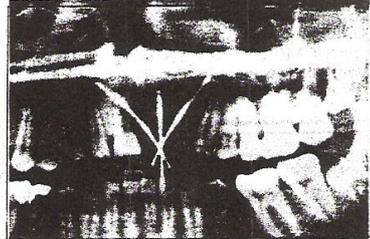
Ortopantomografia ad impianto eseguito.
